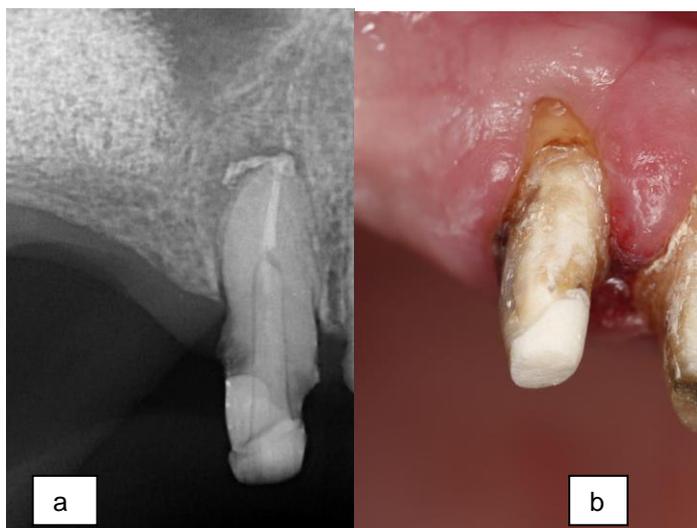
a) Raio x periapical do elemento 15 após cimentação
